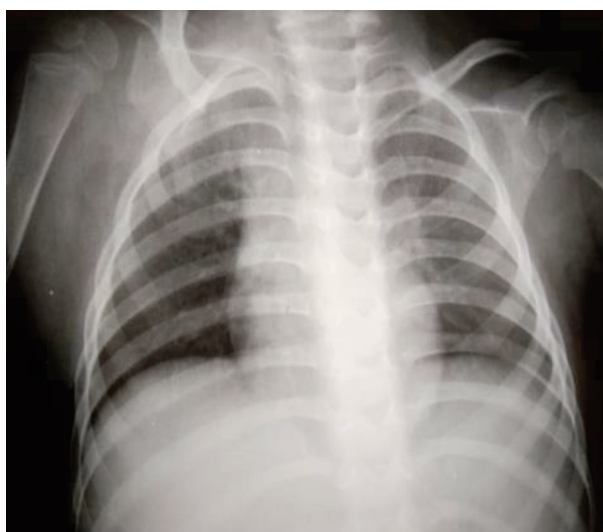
Рентгенограмма органов грудной клетки на 5-м мес. лечения
